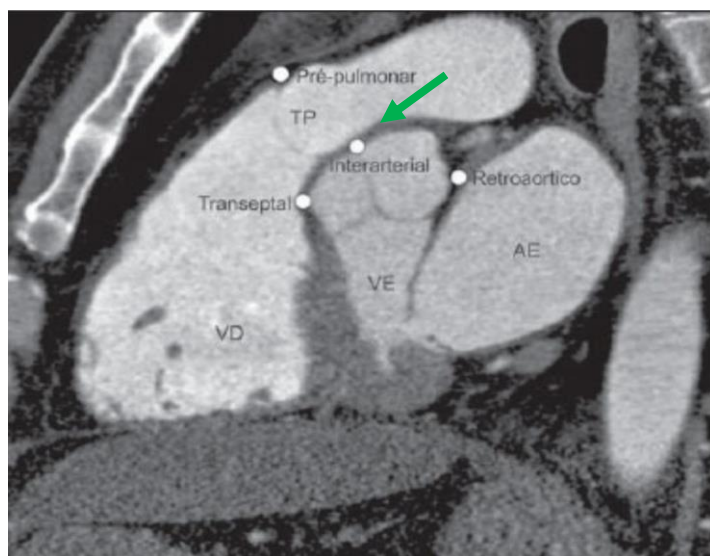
Angiotomografia computadorizada torácica com reconstrução em corte sagital oblíquo demonstrando os quatro trajetos proximais (pré-pulmonar, interarterial, retroaórtico e transeptal) que uma coronária com origem anômala pode assumir. AE, átrio esquerdo; VE, ventrículo esquerdo; VD, ventrículo direito; TP, tronco da artéria pulmonar⁹.
